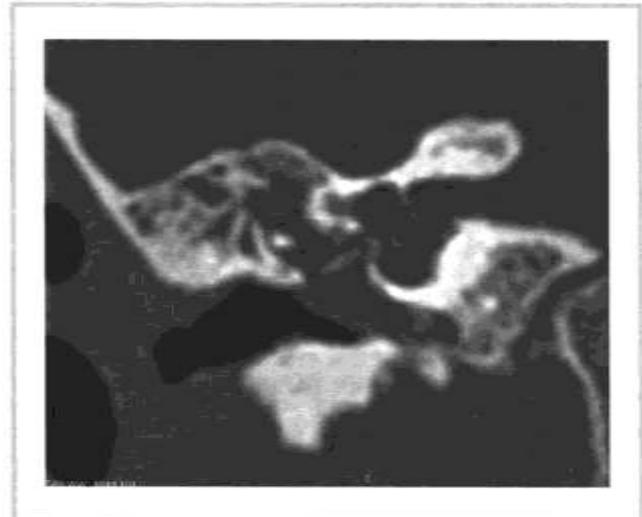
Компьютерная томограмма, коронарная проекция.
